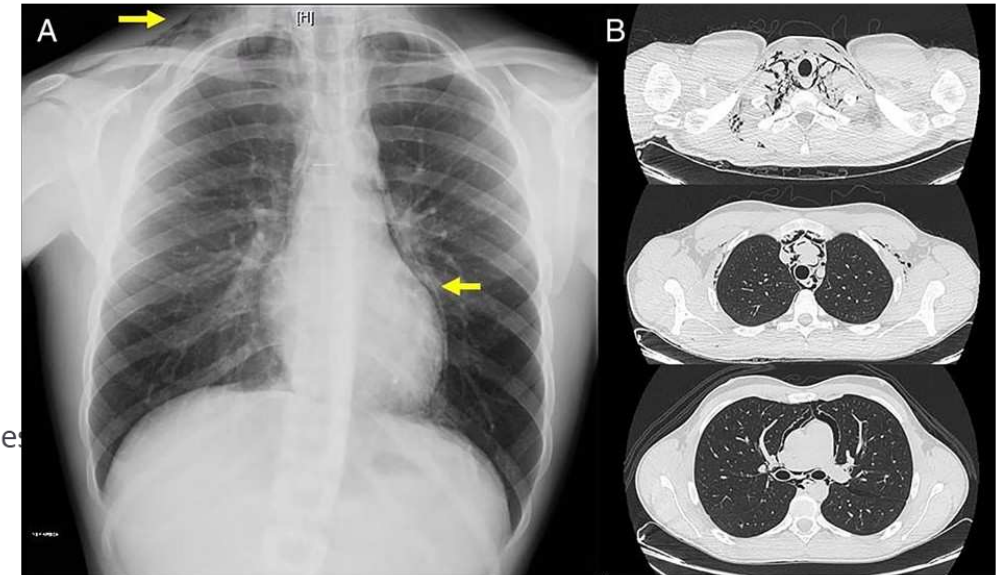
Tomografía axial computarizada que demuestra neumomediastino prominente (flechas) contorneando los grandes vasos y el corazón.
